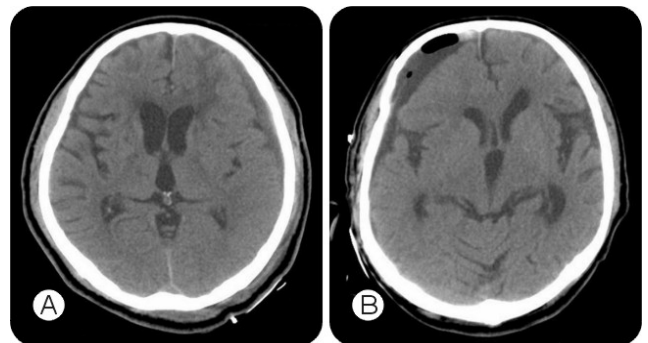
Classification of residual air on post operative CT scan. No or mild residual air (A) and definite residual air (B).
